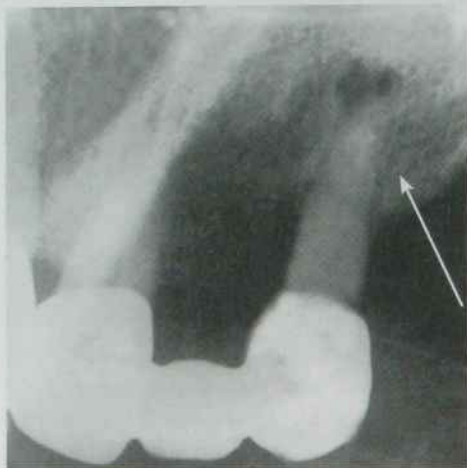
Внутрішньоротова рентгенограма. Хронічний фіброзний періодонтит
